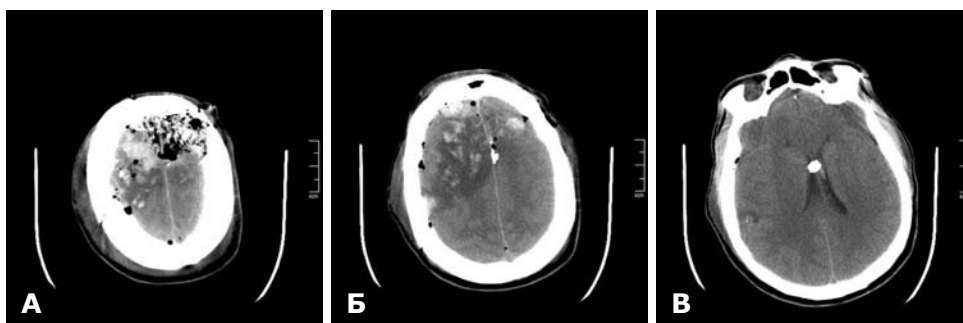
СКТ головного мозку до операції. Мозковий режим. А — в лівій лобовій частці вогнище неоднорідної щільності (марлева серветка), у правій — численні вогнища забою; Б — численні вогнища забою правої та лівої лобових часток по ходу ранового каналу, кісткові фрагменти на рівні серпа великого мозку; В — кістковий уламок на рівні прозорі перетинки з поширенням в III шлуночок.
